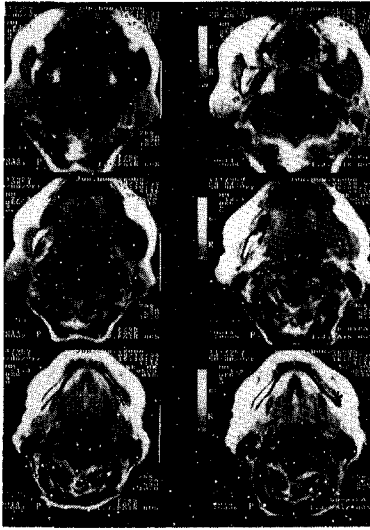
Magnetic Resonance Imaging(pre-operative)
